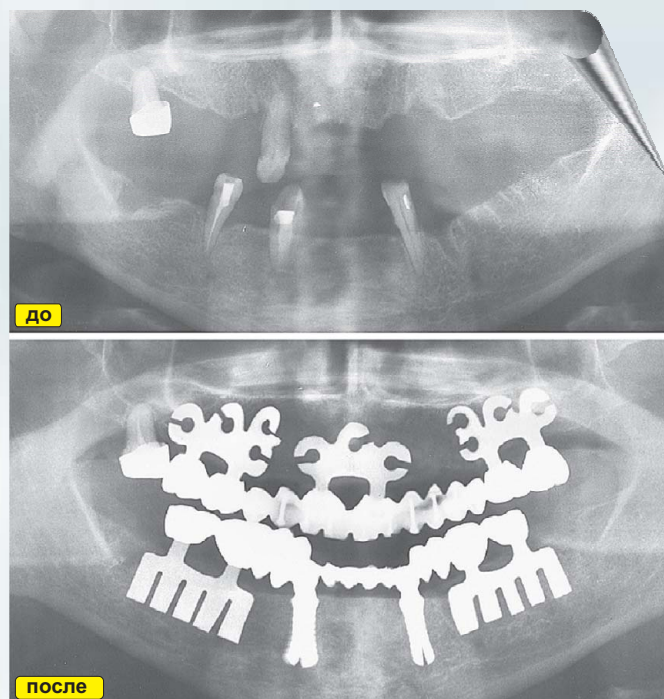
Пациентка К., 56 лет: а – ортопантомограмма до лечения; б – через 3 года после реконструкции зубных рядов.
